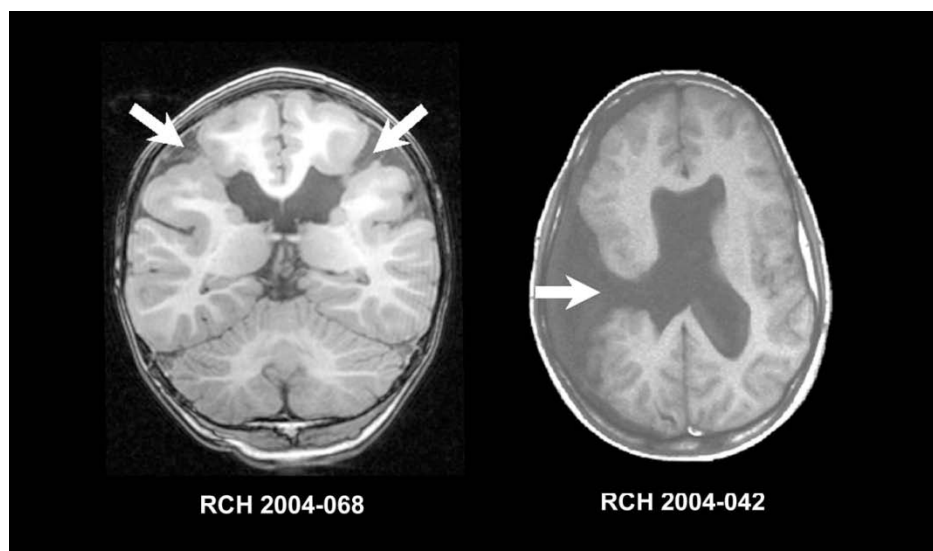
à gauche : IRM coupe coronale T1 montrant une schizencéphalie bilatérale. A droite coupe axiale T1 montrant une schizencéphalie unilatérale [61].
